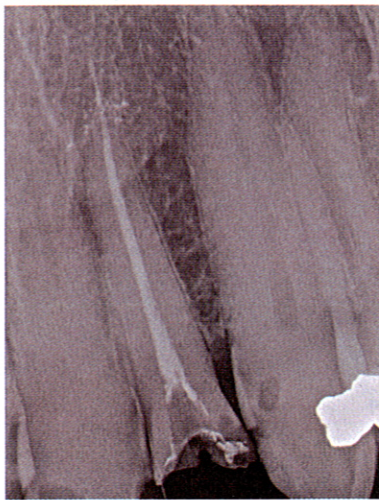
radiografia endorale (primo caso).
